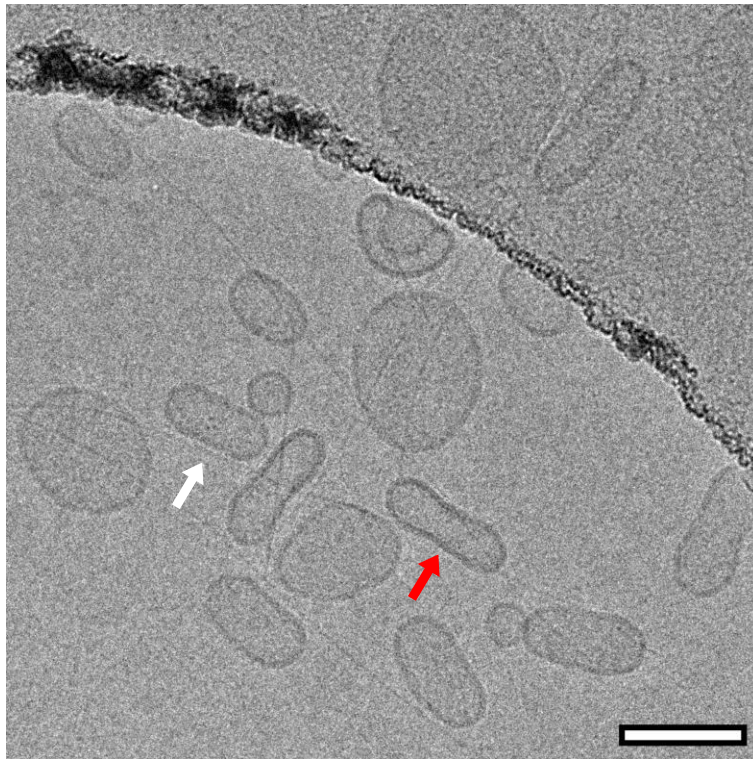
SUVs-AP₁₀ et nanofibres de Fmoc-FFY observées en cryo-TEM 15 min après l'ajout du Fmoc-FFpY (0.1 mg.mL⁻¹). La flèche rouge indique la nanofibre s'étalant sur une SUV et la flèche blanche indique la fibre se trouvant à une dizaine de nanomètre de la SUV. . Barre d'échelle = 100 nm.
